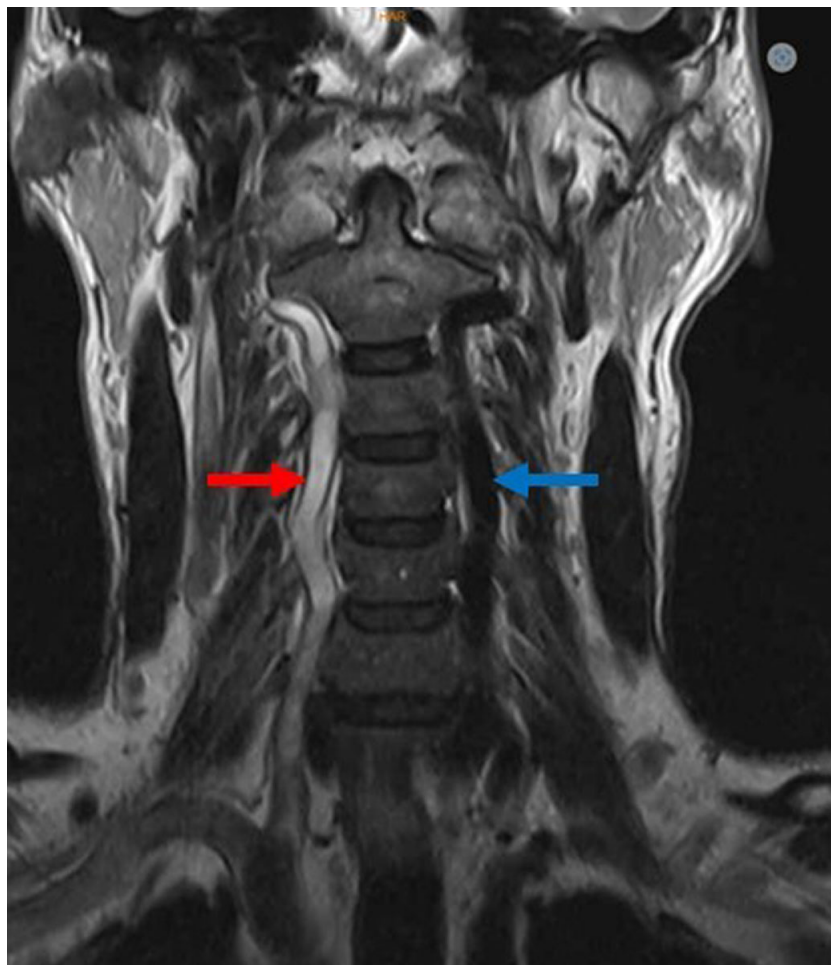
Пациент И., МРТ сосудов шеи (в режиме T2-ВИ): красной стрелкой обозначена тромбированная на всем протяжении правая позвоночная артерия; синей стрелкой обозначена гипертрофированная левая позвоночная артерия. Источник: составлено авторами
